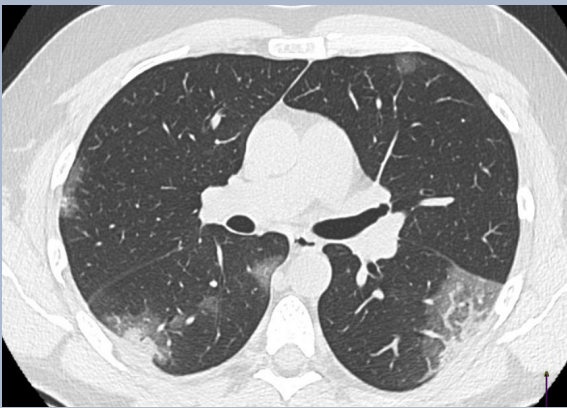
Muškarac, 70 godina, potvrđen COVID-19, 13. dan bolesti. CT pokazuje multiple konsolidacije i ground-glass opacitete sa dominantnom perifernom i bazalnom distribucijom.
